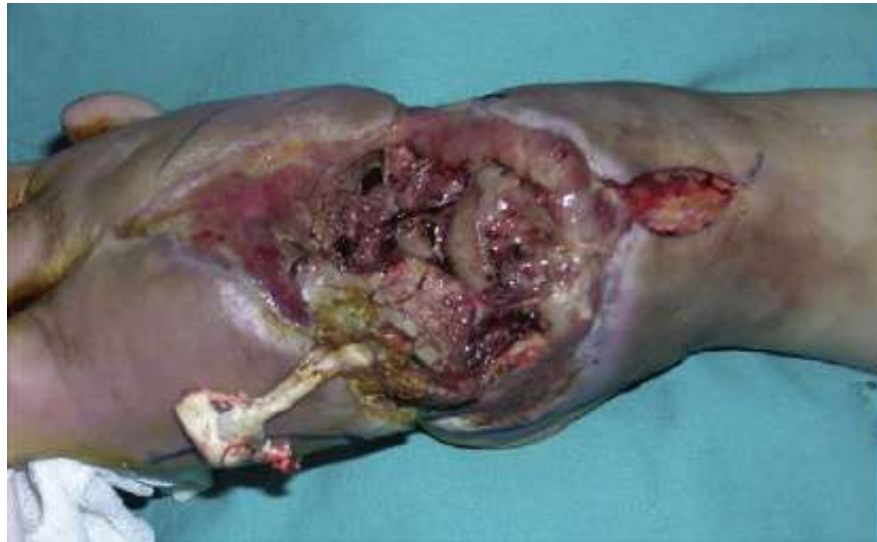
(A) A 41-year-old female patient with history of Type I DM for 20 years has a large infected open wound on the dorsum of her right foot for last 7 months. (B) Plain radiographs of the foot demonstrated severe destruction of midfoot bones. (C) Late result.
